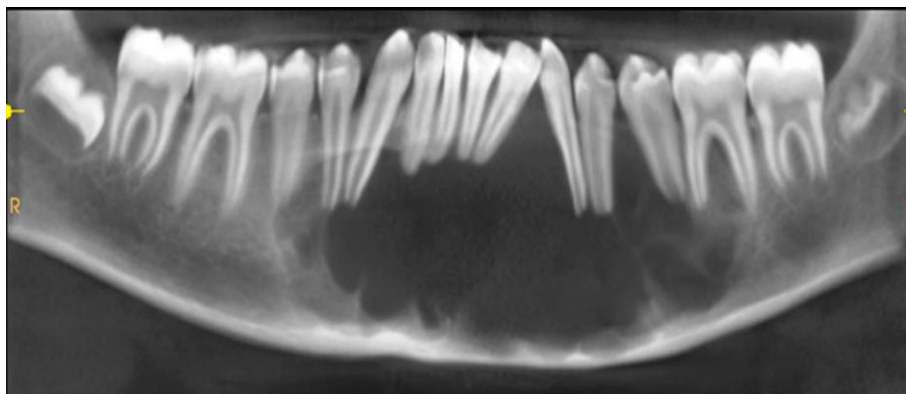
Coupe de CBCT centrée sur la mandibule qui présente un kyste glandulaire étendu de la dent n°43 à la dent n°36 (30)
